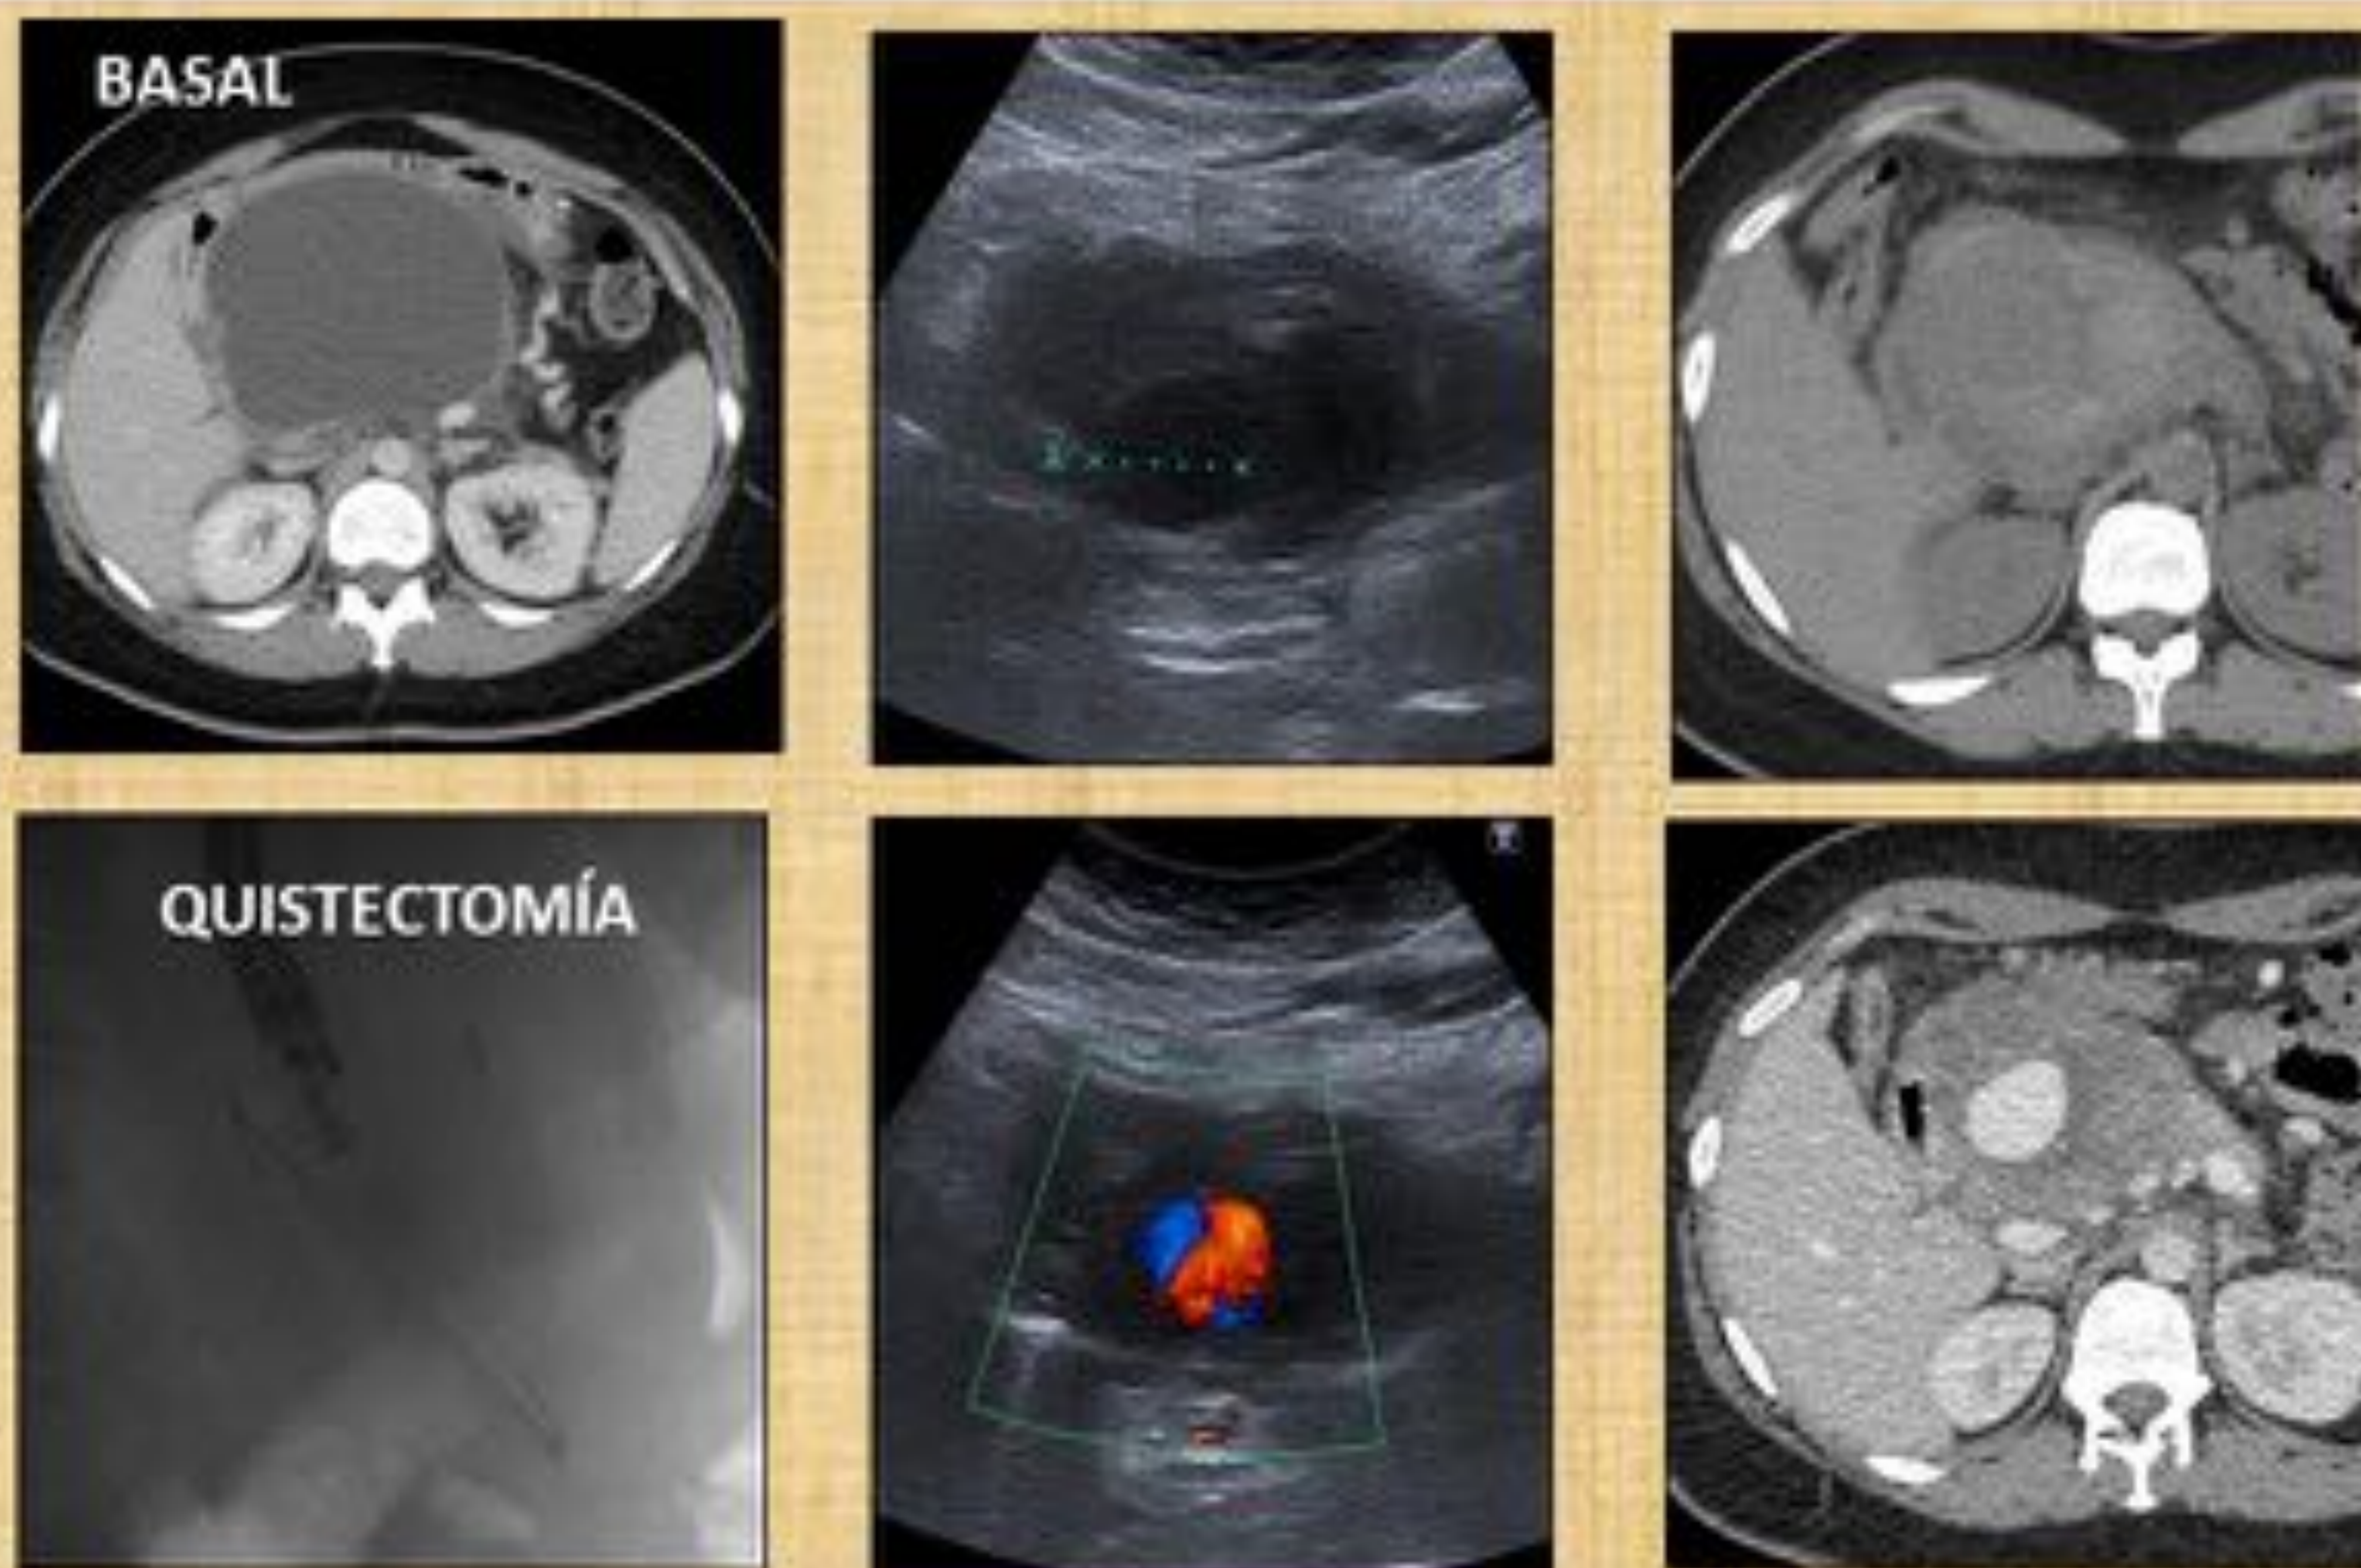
Paciente con pancreatitis aguda que desarrolló un gran pseudoquiste a nivel de cabeza pancreática sobre en el que, en un segundo tiempo, se realizó quistectomía via endoscópica. Unos días después la paciente acudió por empeoramiento del dolor y realizándose ecografía que demostró la presencia de un pseudoaneurisma típico en el interior de pseudoquiste con imagen de ying-yang y contenido ecogénico en su interior. La TC confirmó el pseudoaneurisma y contenido hemorrágico en el pseudoquiste.
